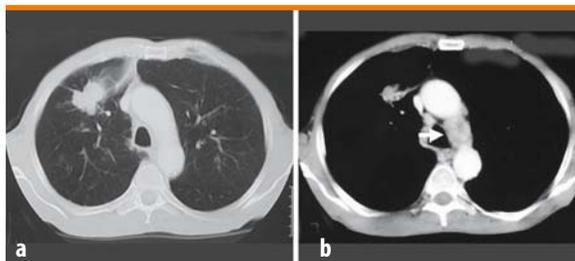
a, b. Nodulo neoplastico (3 cm) del lobo polmonare superiore destro (a). La TAC evidenziava linfoadenomegalia di 2 cm paratracheale sinistra (4L) (b, freccia). La TBNA effettuata durante la prima broncoscopia sulla parete laterale sinistra della trachea, al primo spazio intercartilagineo al di sopra della carina, dimostrava cellule adenocarcinomatose. Il caso era stadato come IIIB ed escluso da programma chirurgico
